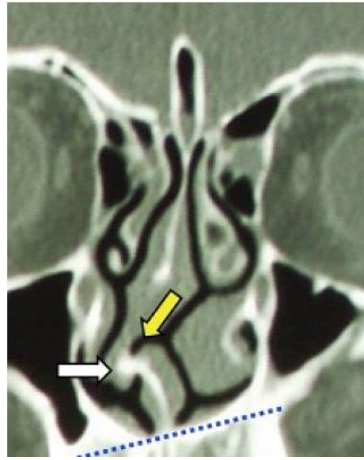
CT potongan axial .Deviasi septum nasi bentuk C posterior sisi kiri (tipe 3).²⁴
